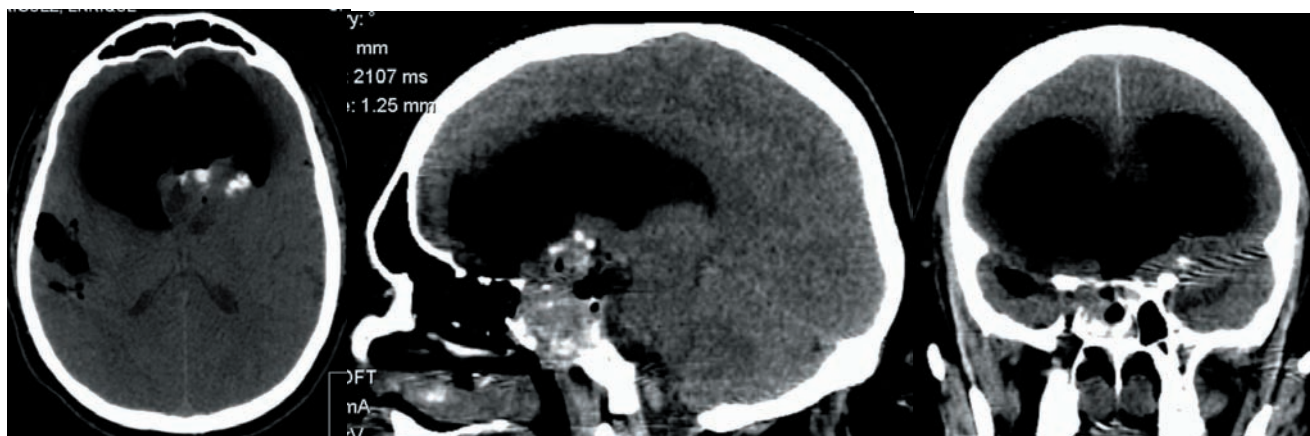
Imagen de TC craneal. Cortes axiales y reconstrucción en plano sagital y coronal. Se evidencia componente aéreo voluminoso y con efecto de masa sobre el parénquima cerebral; defecto óseo de base de cráneo y tumor de menor tamaño.
